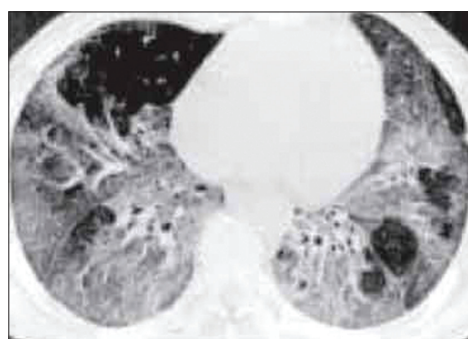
Компьютерная томография легких пациента с AIP: распространенные изменения по типу «матового стекла» и консолидации, утолщение междольковых перегородок, тракционные бронхоэктазы, уменьшение объема нижних долей легких
